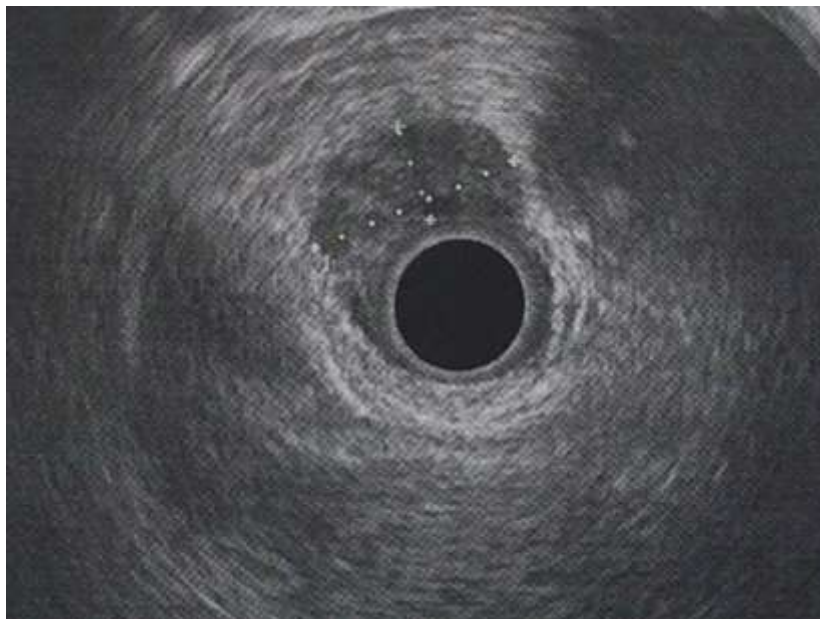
Эндо-УЗИ больной Ф.
